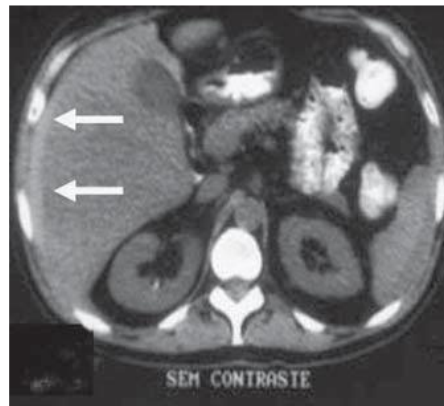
TC de Hemoperitônio(setas) caracterizado por hiperdensidadeperi – hepática. (AKRIVIADIS EA, 1997)
